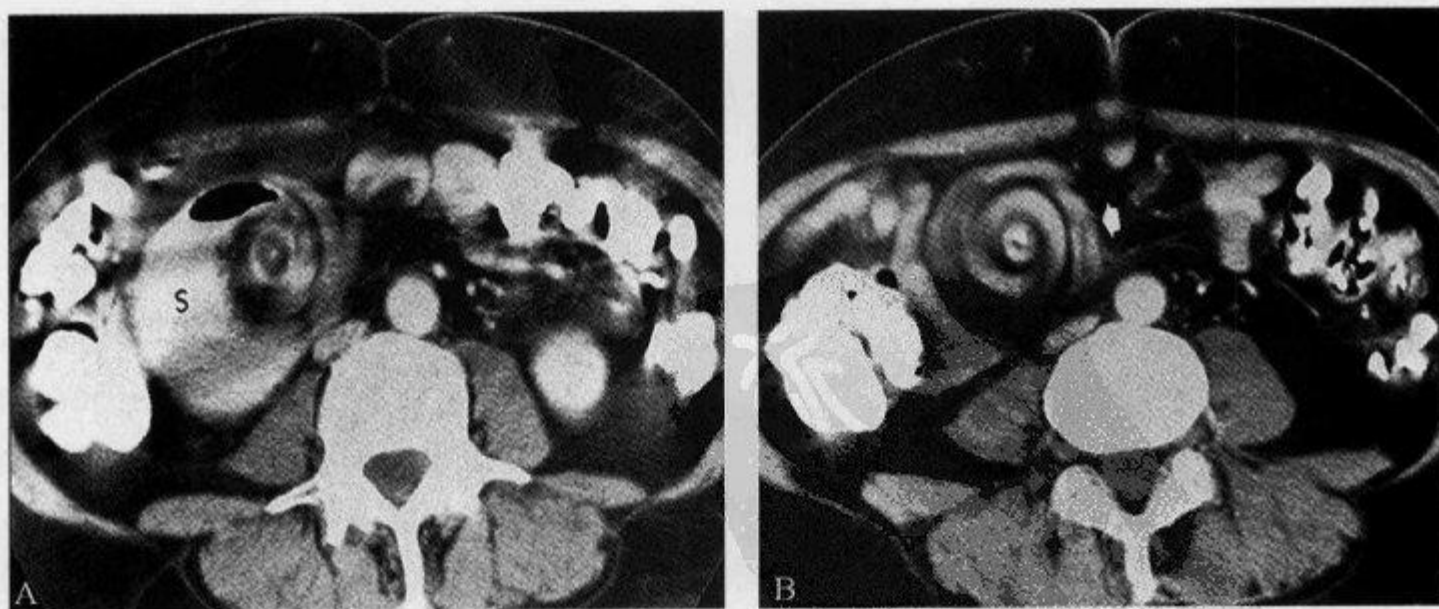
继发于肠旋转不良而形成的小肠扭转，CT 扫描示“漩涡征”
